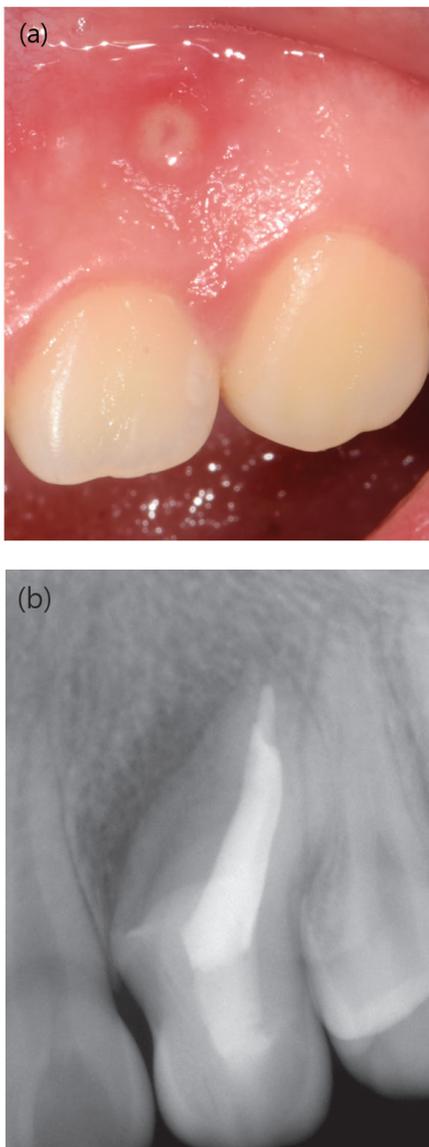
(a) 순측에 sinus tract (b) #23 치근단방사선사진에서 치근단 병소가 관찰된다.
